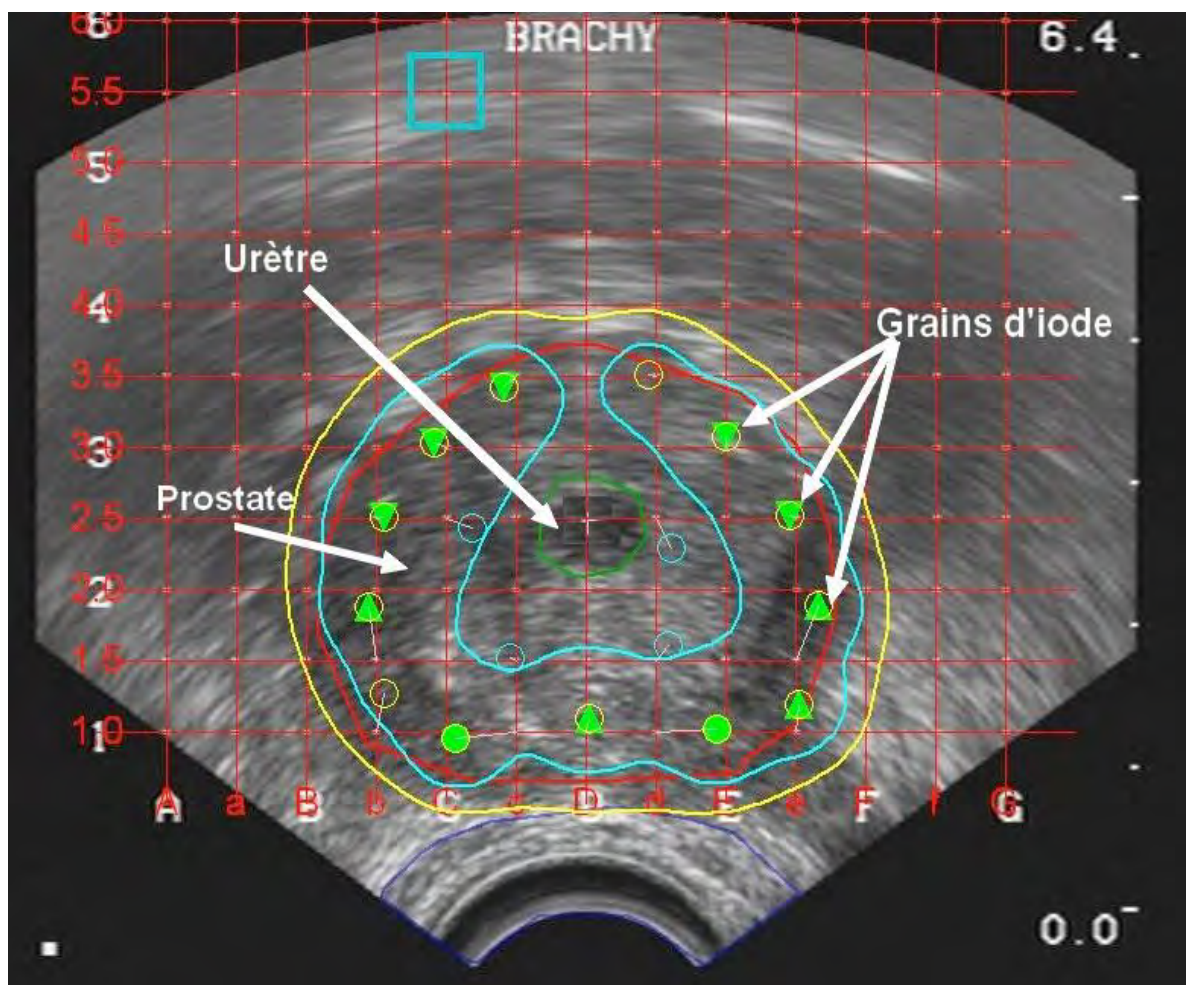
exemple de dosimétrie intra-opérative sur images échographiques
